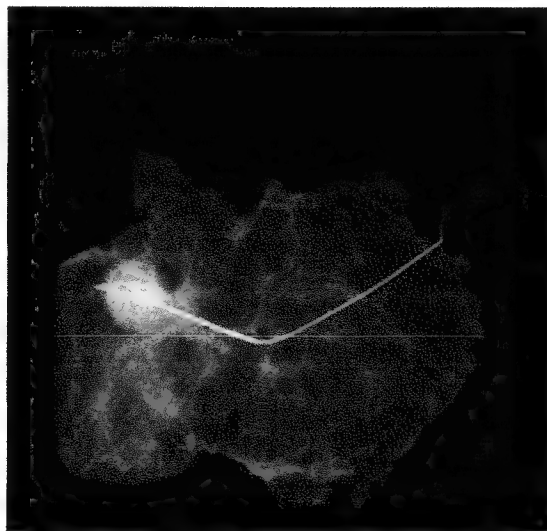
Radiografia intraoperatorie a piesei excizate.
